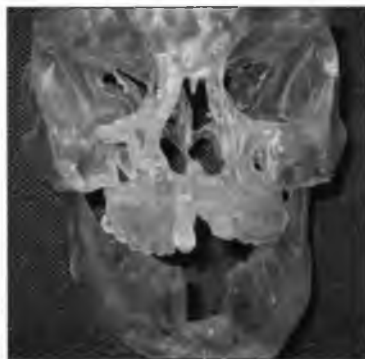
СКТ пациента с посттравматической деформацией средней зоны справа. Реформатированное изображение во фронтальной плоскости:
